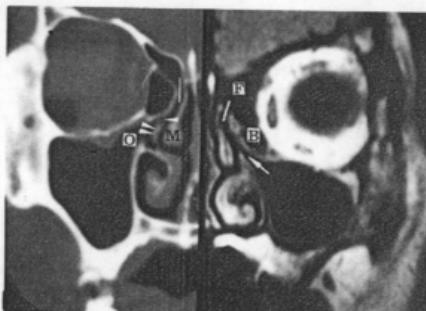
Coronal sections (Left : CT, Right : MRI) through the OM complex show maxillary ostium(O), middle concha(M), infundibulum(arrow), uncinate process(double arrow head), hiatus semilunaris(small arrow head), nasofrontal duct(line), frontal sinus(F) and ethmoid bulla(B).
